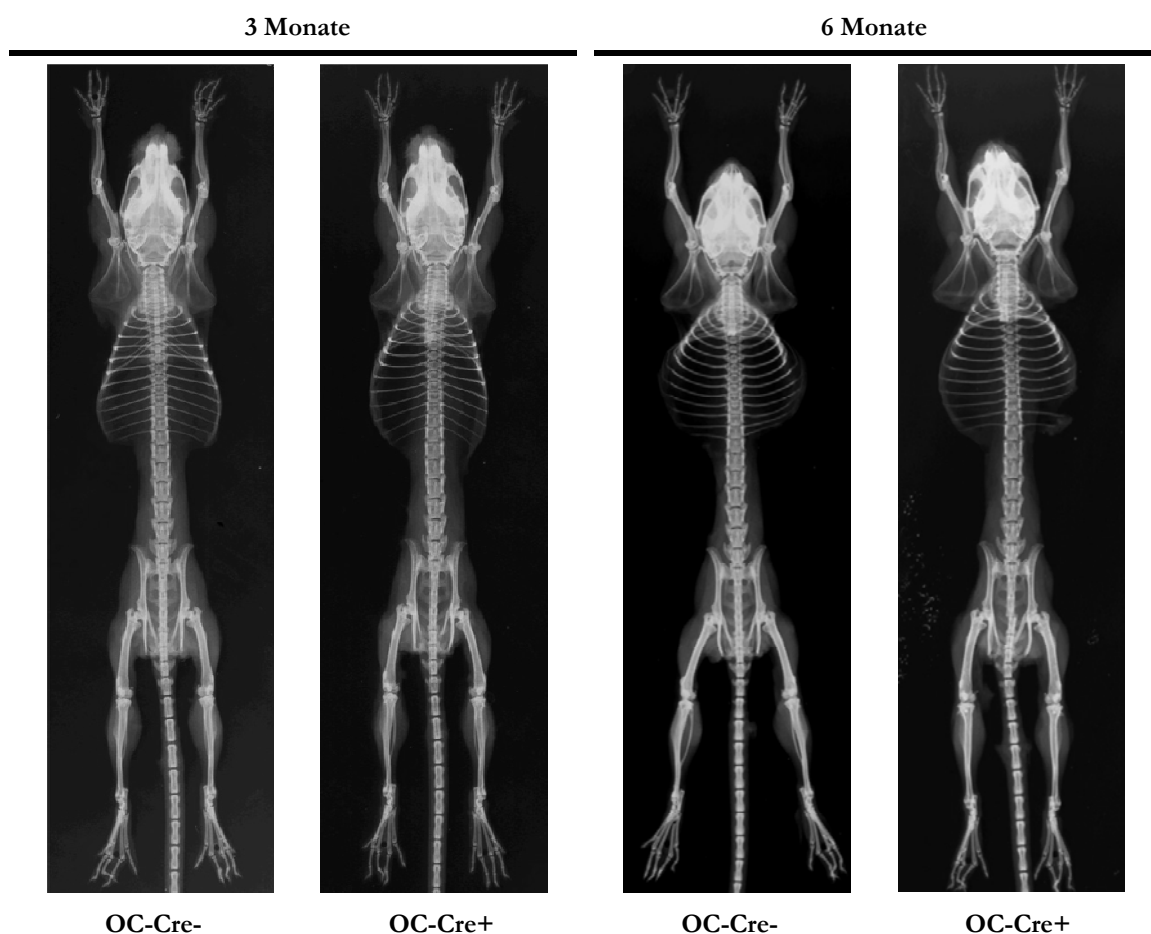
Röntgenaufnahmen der Skelette von $ApoE^{flox/flox}$ - $OC-Cre$ -Mäusen.
